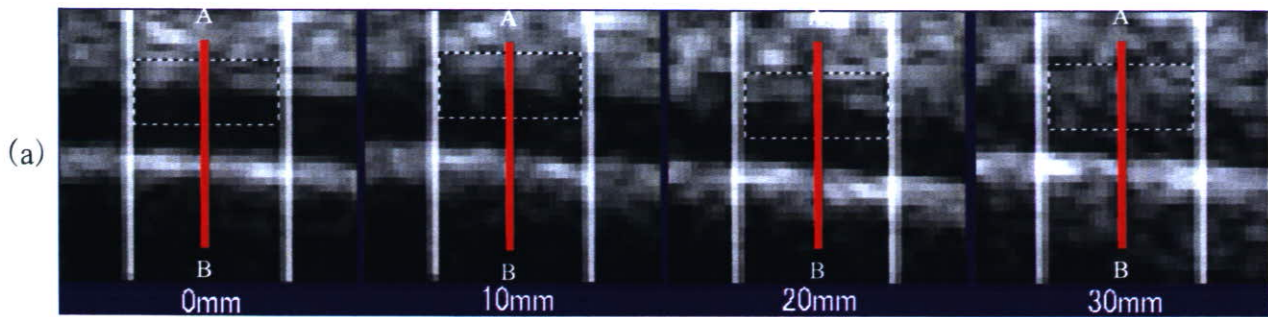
超音波ビーム入射角度の許容範囲検討のための画像と輝度プロファイル
